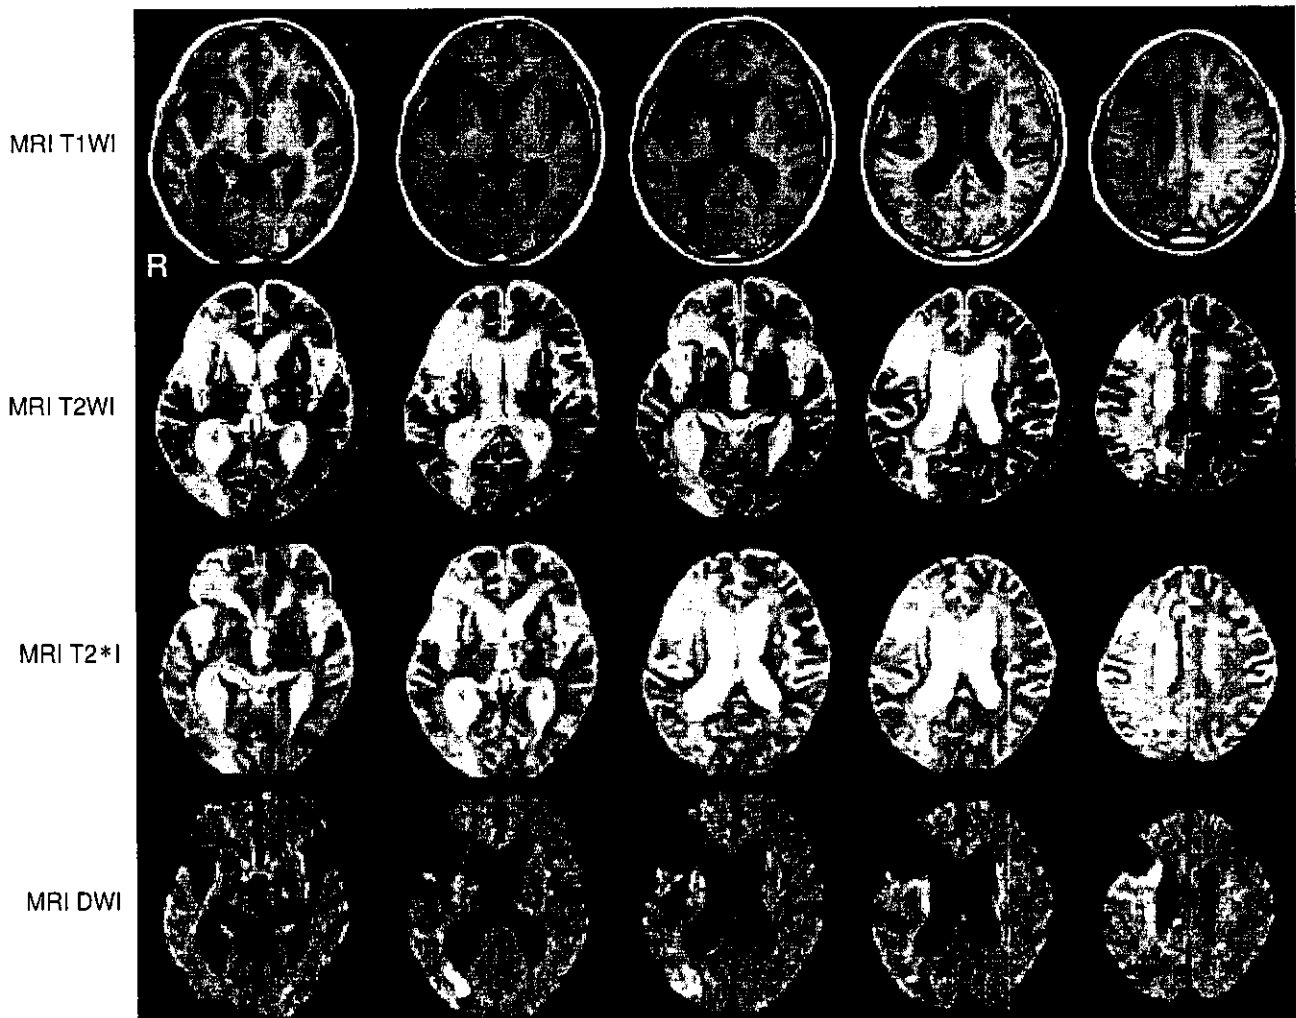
多発梗塞性痴呆の 69 歳、男性における MRI 画像
